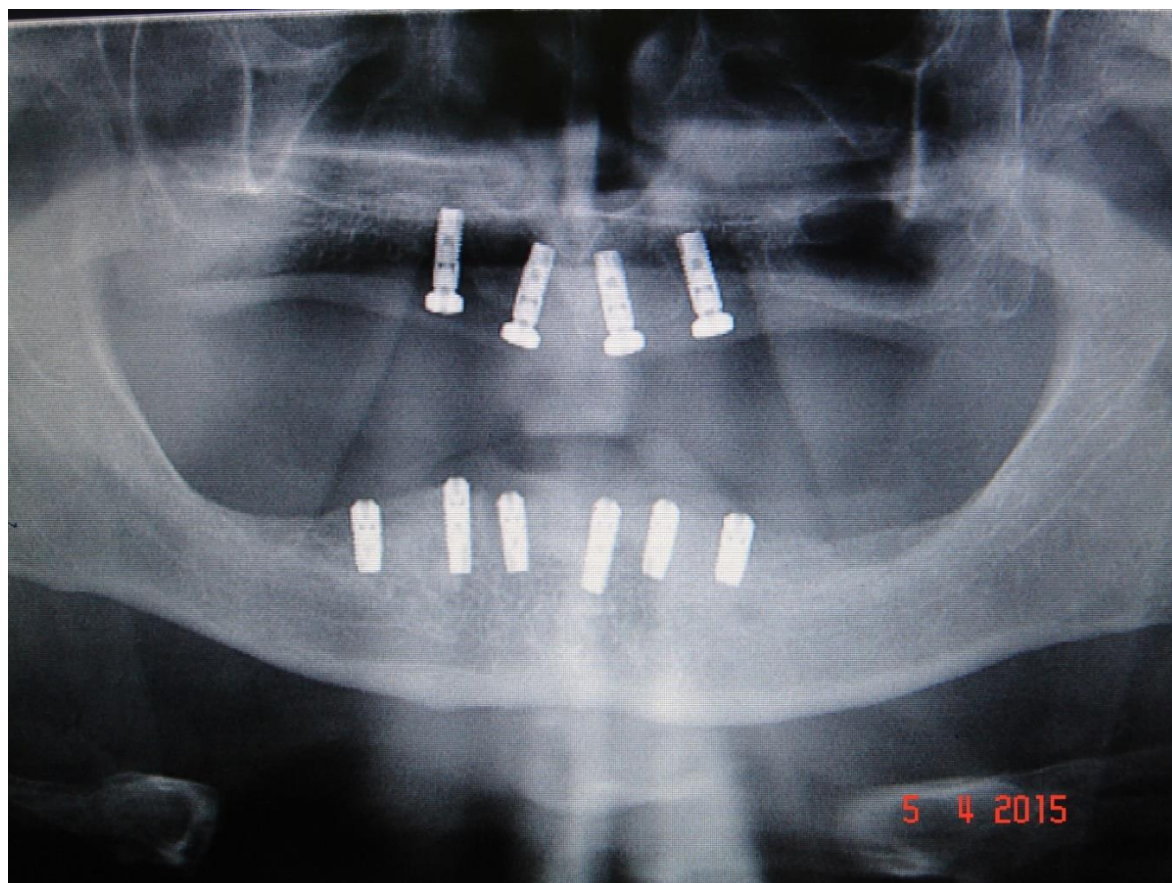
Фото. Контрольная рентгенограмма для изучения процессов остеоинтеграции имплантатов
